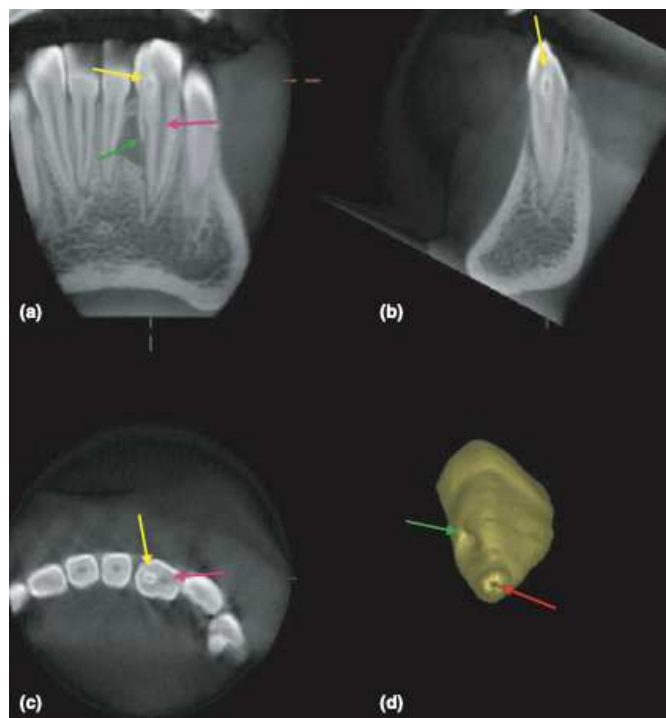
Images issues du CBCT. a) coupe frontale montrant l'invagination bordée d'émail (jaune), le canal pulpaire (rose), et le pseudo foramen de l'invagination (vert). b) coupe sagittale c) coupe axiale d) reconstitution 3D issue du CBCT montrant le pseudo foramen en vert et le foramen du canal pulpaire en rouge.[47]
